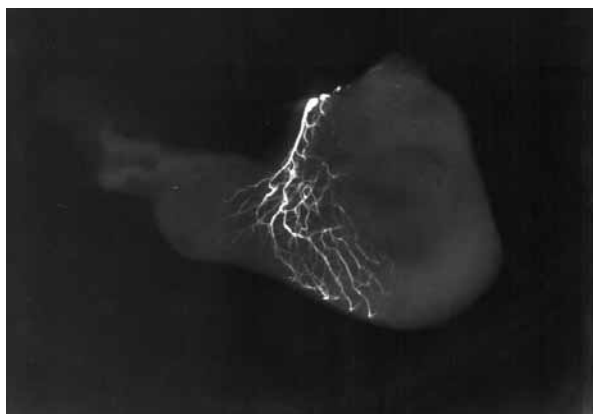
Ангиорентгенограмма желудка, через левую желудочную артерию (через 45 суток после ваготомии, выполненной стандартным способом). Видно отсутствие кровоснабжение малой кривизны (препарат). Кровоснабжение сохранено только в пилороантральной зоне.
